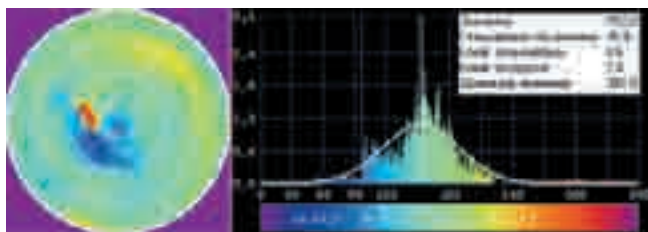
На сцинтиграммах представлены карта фазового изображения ЛЖ (слева) и гистограмма фазового изображения (справа) от 18.02.08 г. По сравнению с двумя предыдущими случаями патологическая асинхрония выражена здесь гораздо сильнее, что видно при сравнении величин показателей «Стандартное отклонение» и «Диапазон значений» фазовой гистограммы. Кроме этого, видна зона глубокой патологической асинхронии, ограниченная верхушкой
